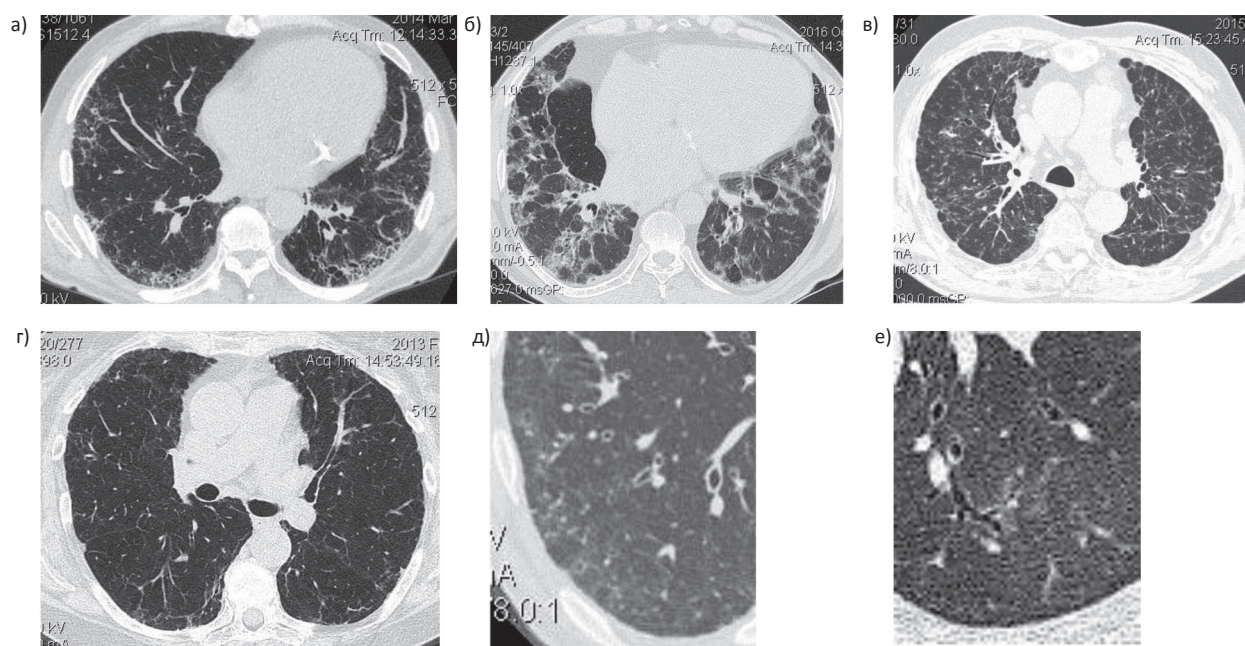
Виды фиброзных изменений, выявленных у пациентов с хронической формой АИЛТ при КТ. а, б, в, г – распространенные фиброзные изменения различной степени; д, е – локальные фиброзные изменения, деформация стенок мелких бронхов и бронхиол в зоне локального пневмофиброза
